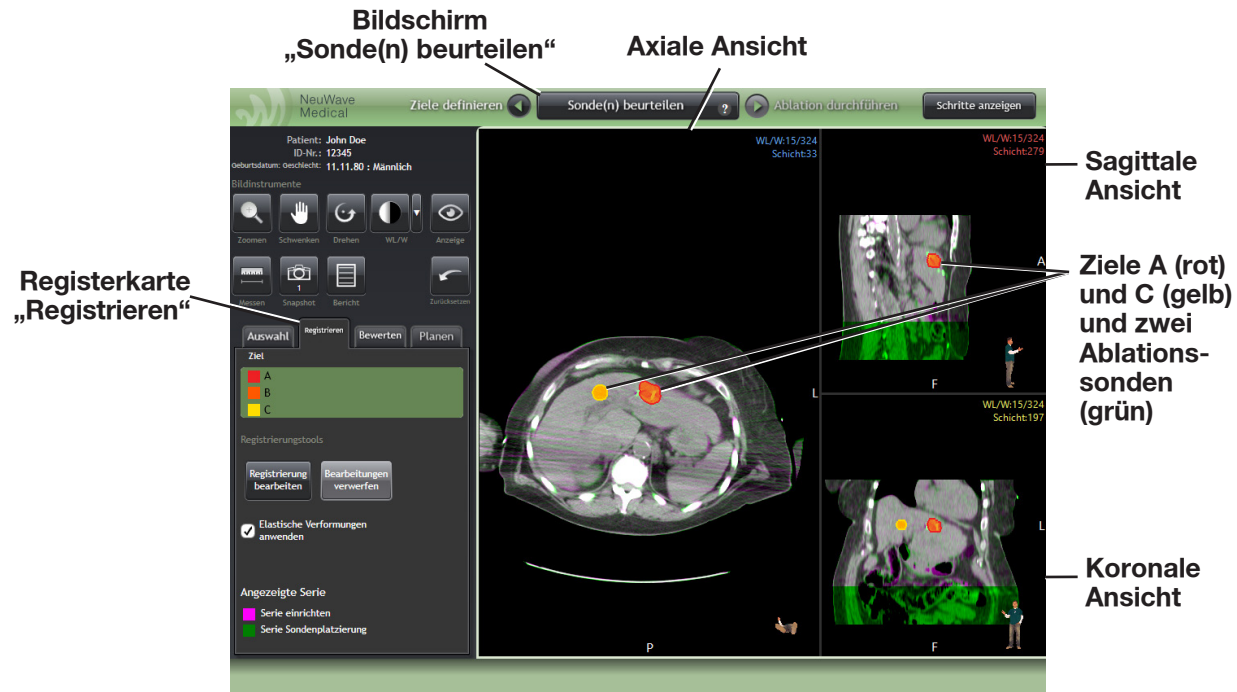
Bildregistrierung. Registrierte (überlagerte) Bilder der Setup-CT-Serie (violett) und der CT-Serie für die Sondenplatzierung (grün) im Bildschirm „Sonde(n) beurteilen“ auf der Registerkarte „Registrieren“, um die Position der Sonde in Bezug auf das Ziel zu überprüfen.
